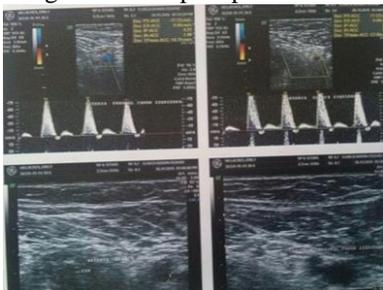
Ecografía de partes blandas
